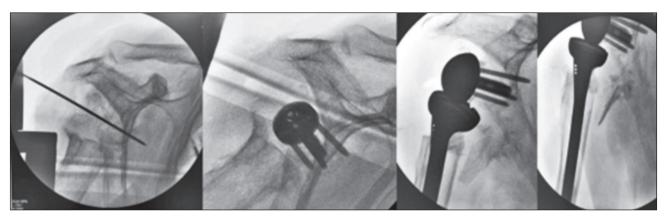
Поэтапный интраоперационный рентген-контроль
